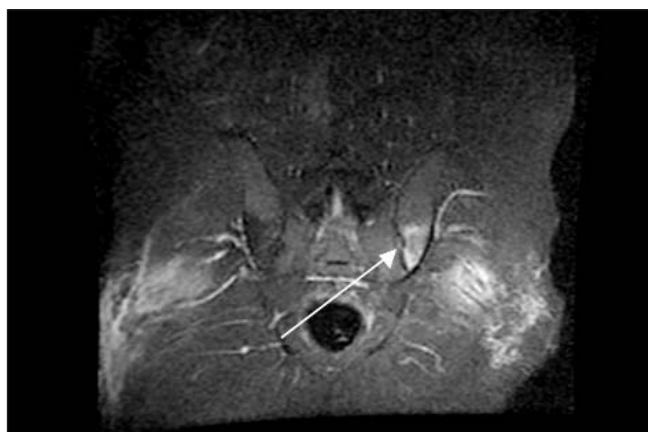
МРТ КПС больного О., 39 лет. Активный сакроилит (стрелка)
